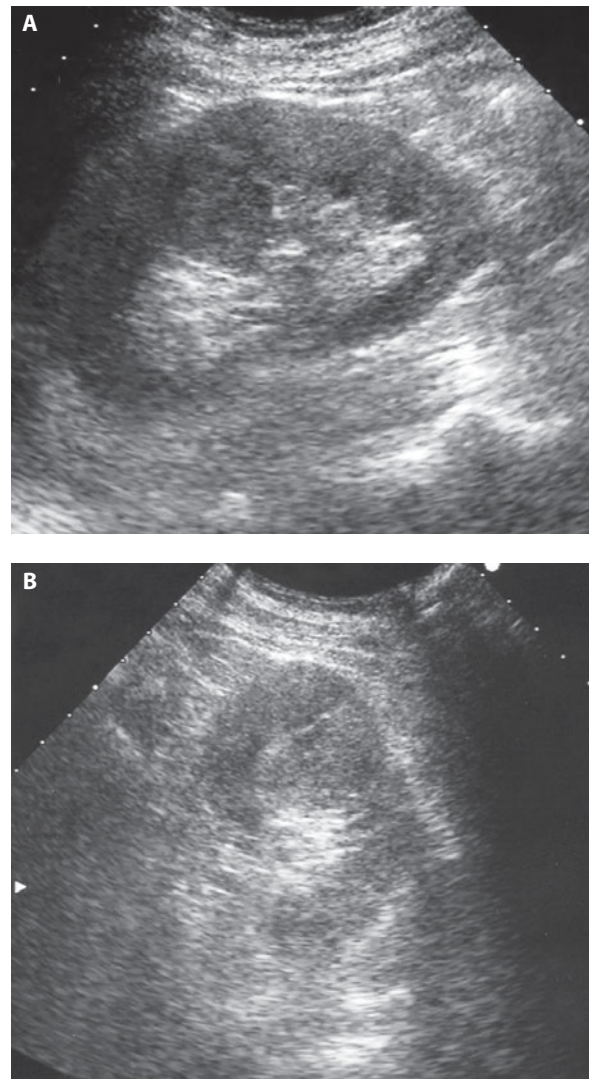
Valutazione ecografica di ipertrofia colonnare con aspetto di pseudomassa
